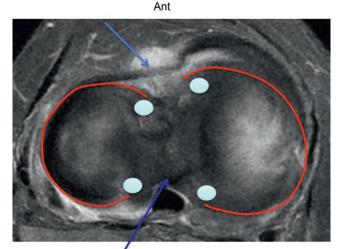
Coupe IRM transverse montrant les attaches méniscales (cornes méniscales, ligament interméniscal, ligament méniscofémoral, jonction méniscosynoviale).
